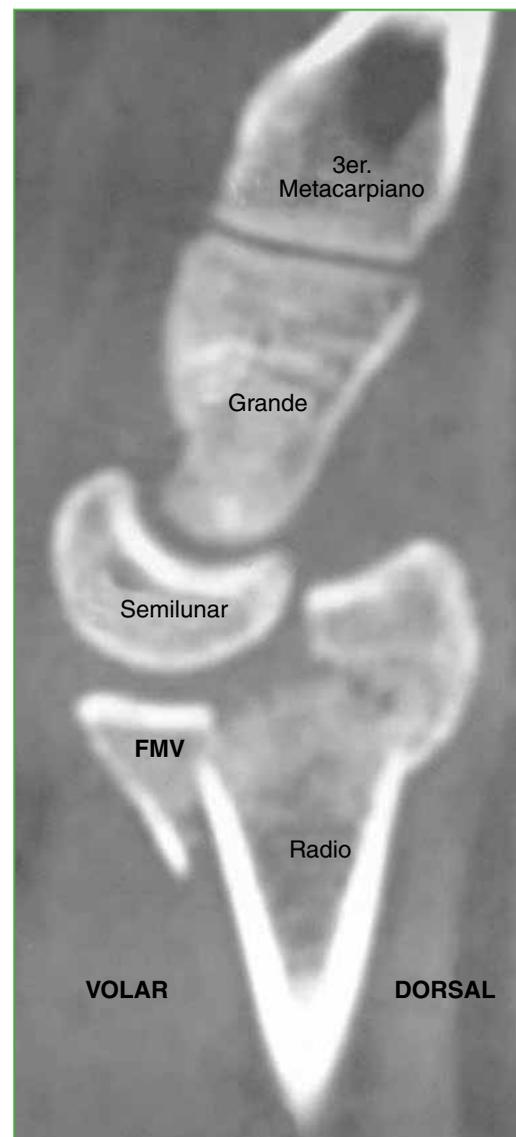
Tomografía computarizada de muñeca, corte sagital. Se observa una fractura de radio distal intrarticulares con un fragmento marginal volar distal a la línea de la orilla. FMV = fragmento marginal volar.
